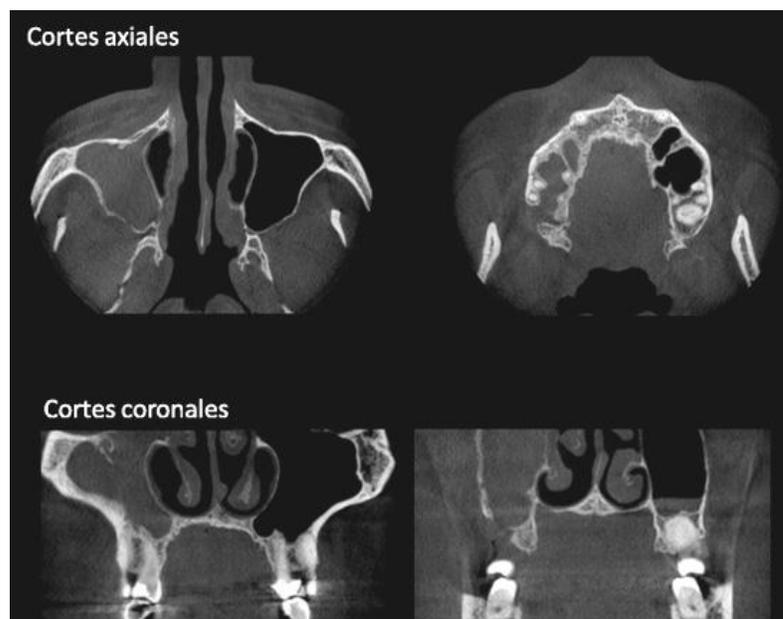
Tomografía computarizada en corte axial y coronal.^{VI}
